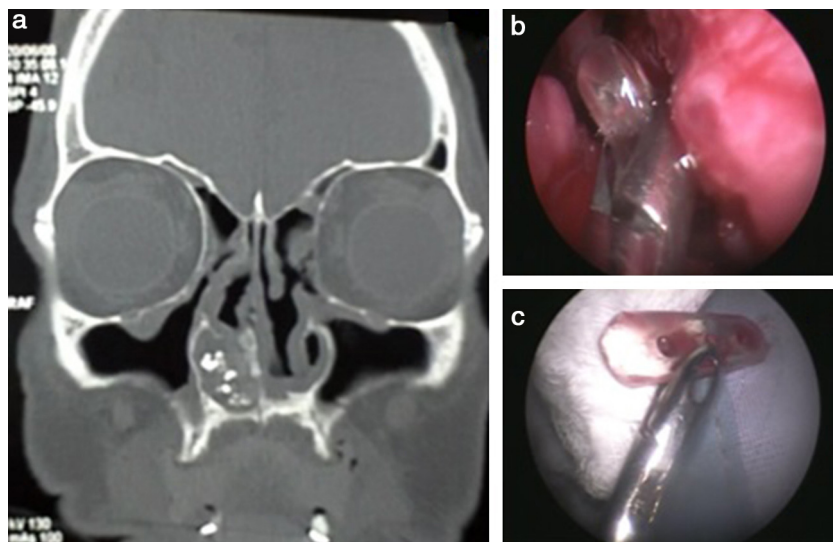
a) Tomografía computarizada, corte coronal mostrando los injertos de ocena extruidos en la fosa nasal derecha; b) remoción endoscópica transnasal de los implantes en la fosa nasal derecha, y c) injerto de ocena removido.
